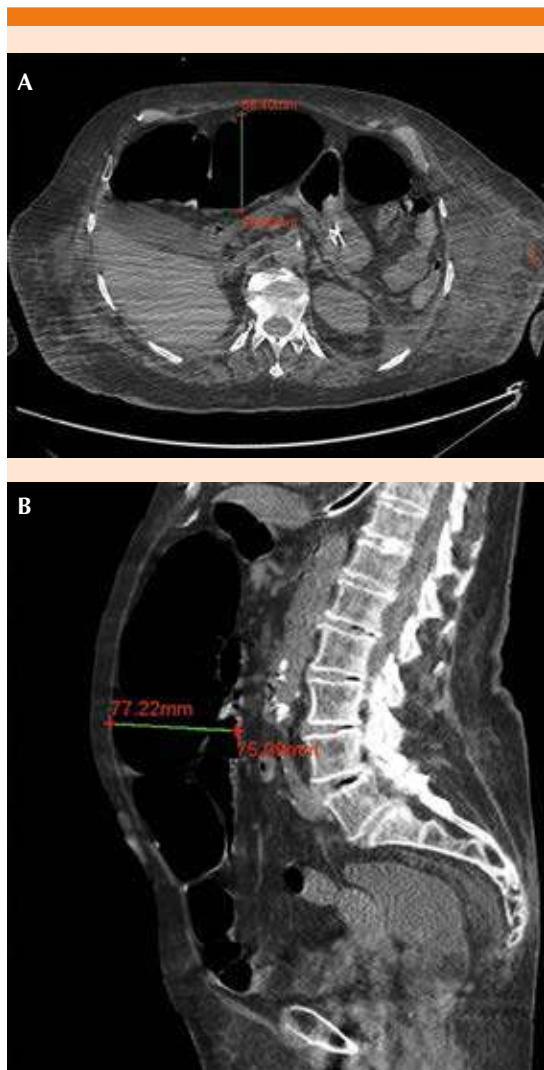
Tomografía axial computada en corte axial (A) y sagital (B) de abdomen que muestra dilatación del colon.
